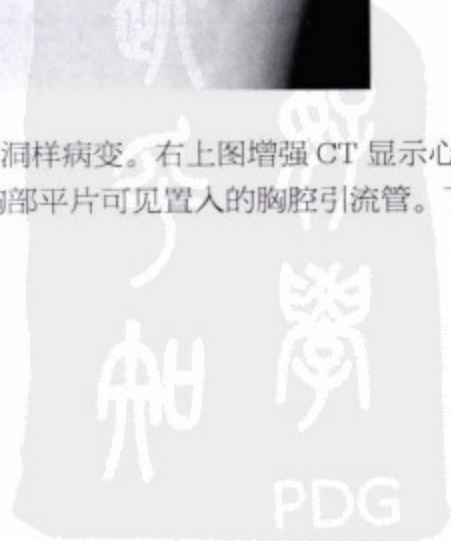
左上图为胸部平片,可见心脏增大,双侧胸腔积液,肺充血以及左上肺空洞样病变。右上图增强 CT 显示心脏增大,心包增厚以及双侧胸腔积液。心包的增厚可以解释心电图出现的低电压。中图胸部平片可见置入的胸腔引流管。下图胸部平片为胸腔积液引流并经利尿治疗后的表现。
